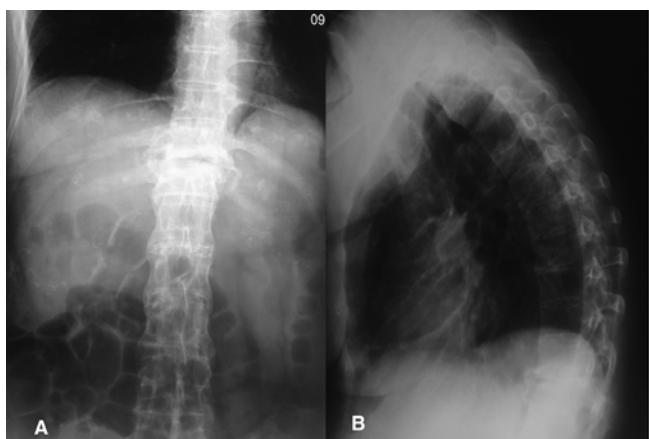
Dorso-lumbar antero-posterior and lateral radiographs show complete fusion of the lumbar vertebral bodies (Bamboo spine appearance).
